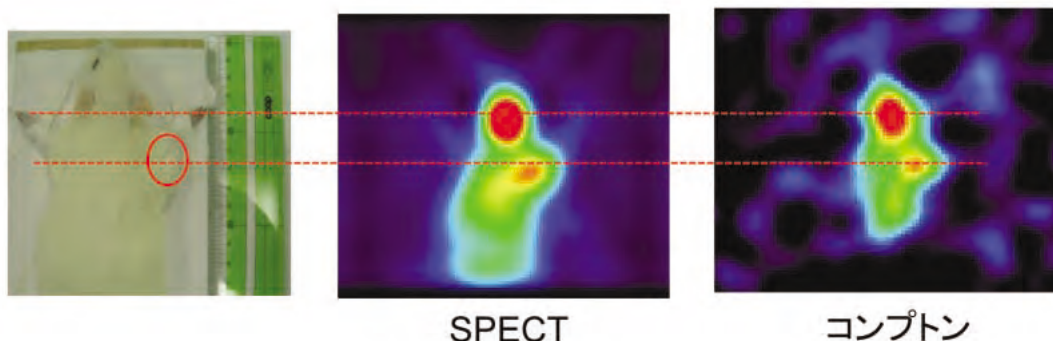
^{131}I -anti-MT1-MMP抗体を用いてラット投与後48時間後の画像。ラットに移植した癌細胞へのMT1-MMPの選択的集中を確認。SPECTとの定量性比較のため ^{131}I を使用、今後は高エネルギー核種に変え、高感度にする。(MT1-MMP：癌細胞や新生血管を標的とする抗がん剤)
